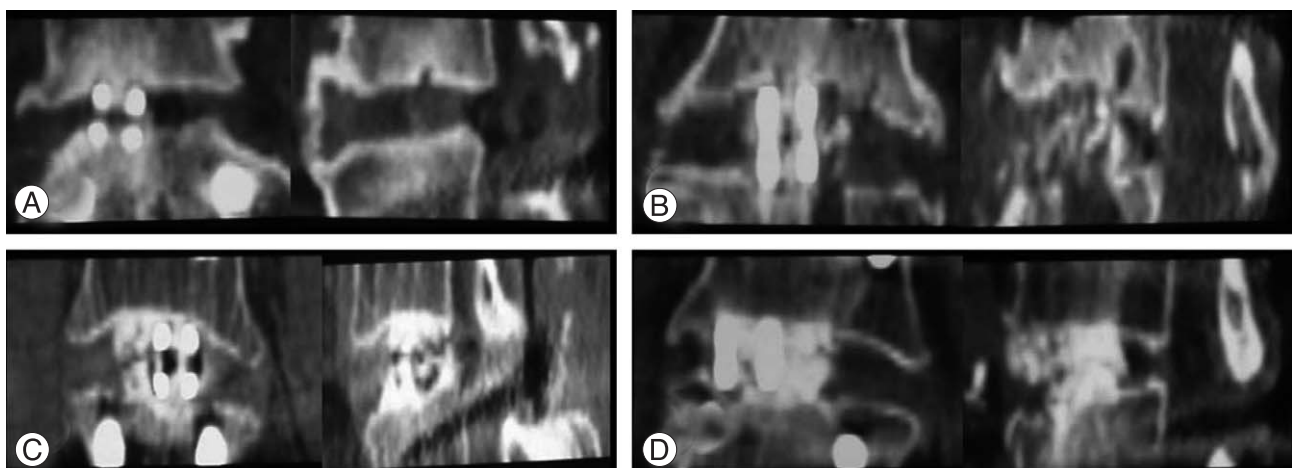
Bone formation grading system which is measured at out of cage, mid-sagittal and anterior one third coronal plane CT reconstruction view. (A) Grade I: no or little bone formation at graft site. (B) Grade II: bone formation less than 50% at graft site. (C) Grade III: bone formation more than 50% at graft site. (D) Grade IV: full bone formation at graft site and continuing to adjacent end plates.
